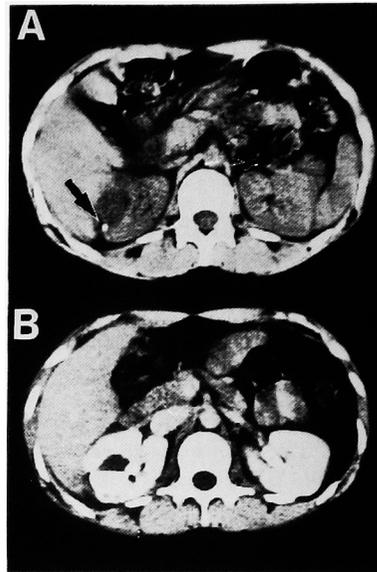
A; Plain CT shows a stone in diverticula (arrow). B; Enhanced CT shows two cystic diverticula filled with contrast medium.
